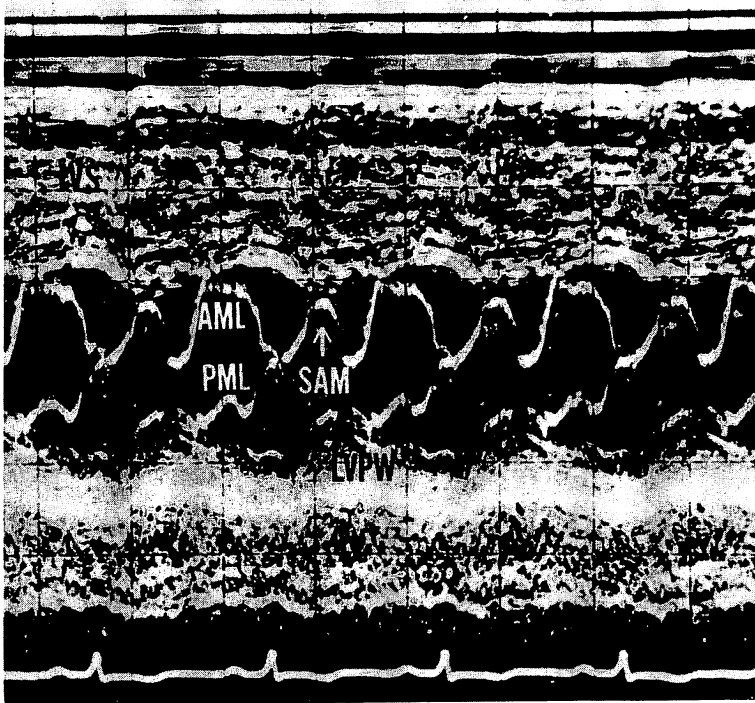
は代表的な M モード心エコー図で、この像は HOCM の 16 歳男性 (K. O.) から記録したものである。白い矢印に示すごとく、大きな SAM を収縮期に見ることができ、心室中隔 (IVS) は著しく肥厚し、左室腔を圧迫しているのが認められる。Table 1 に示すごとく、左室流出路と心尖部との間には 45 mmHg の収縮期圧較差が存在する。
